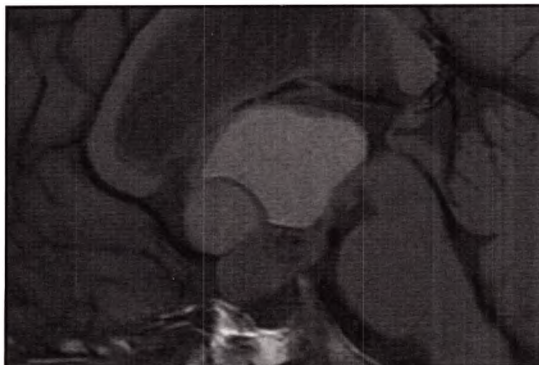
IRM en coupe sagittale. Tumeur sellaire et suprasellaire, mixte (kystique et charnue) : craniopharyngiome.
